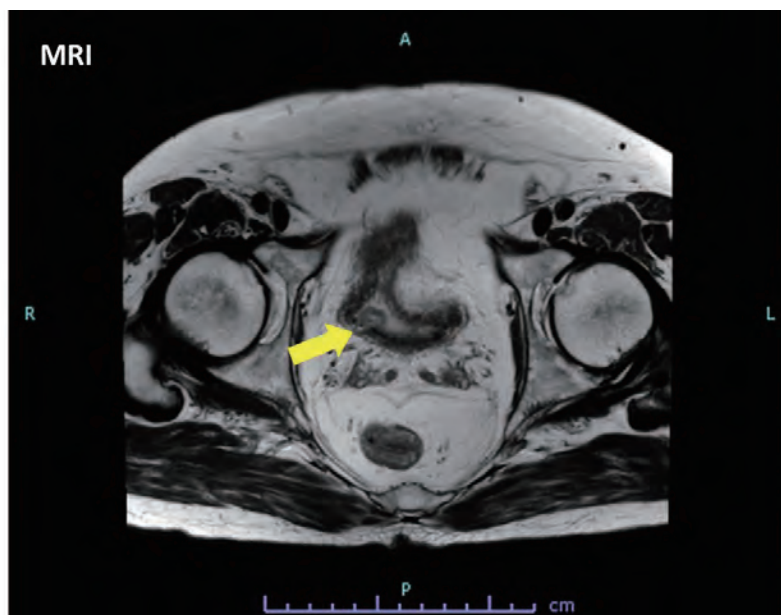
MRI. 膀胱内腔に突出する隆起性腫瘍様病変 (矢印).
